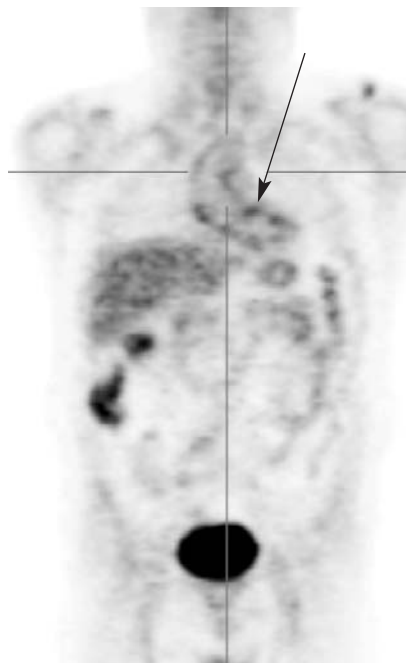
Пациент В. ПЭТ всего тела от 30.04.2009 г. Повышенное накопление 18F-ФДГ в стенке восходящей аорты
